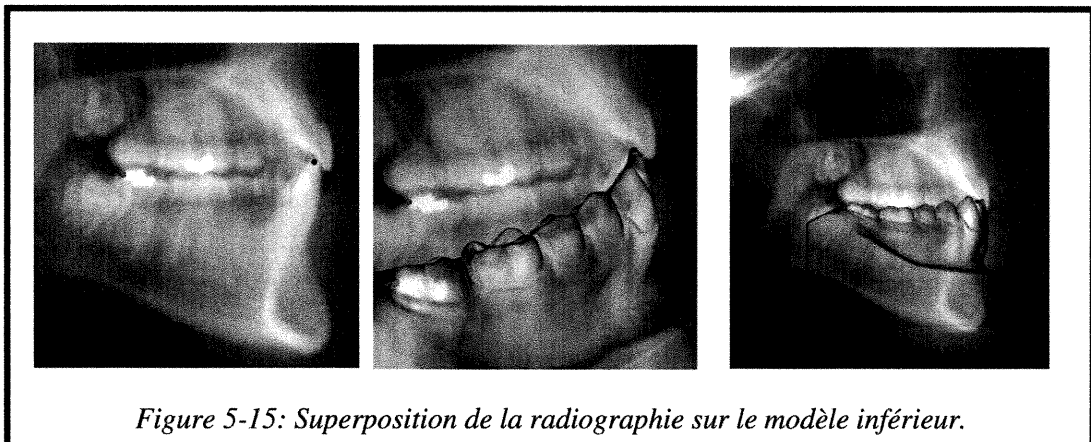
Superposition de la radiographie sur le modèle inférieur.
